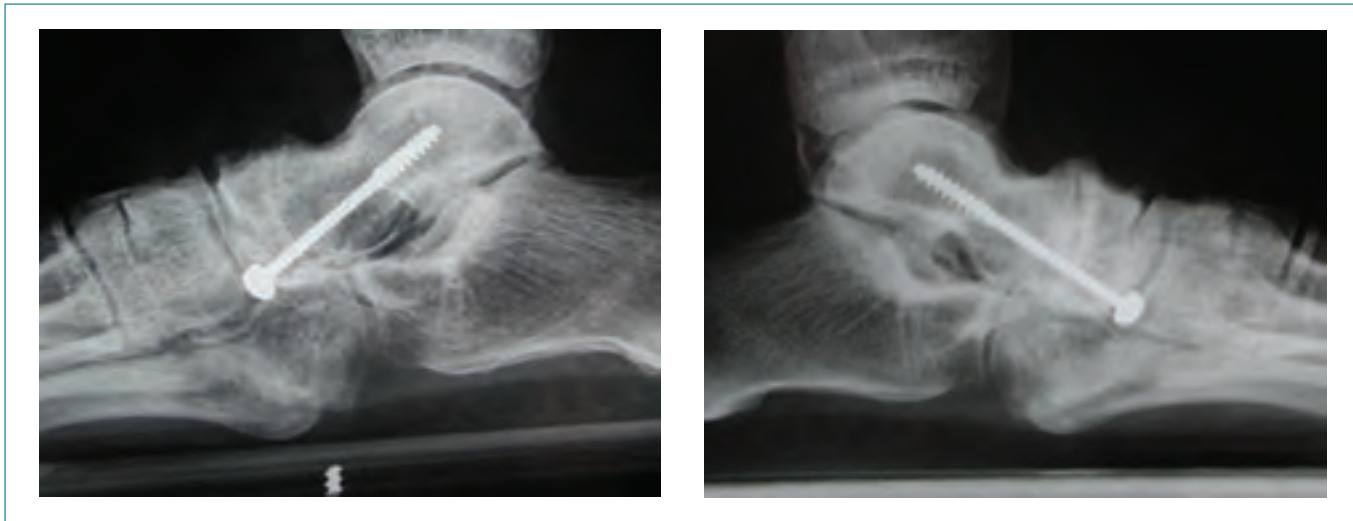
a y b. Radiografía lateral de ambos pies en carga, mostrando la artrodesis astrágalo-escafoidea fijada con tornillos canulados.
